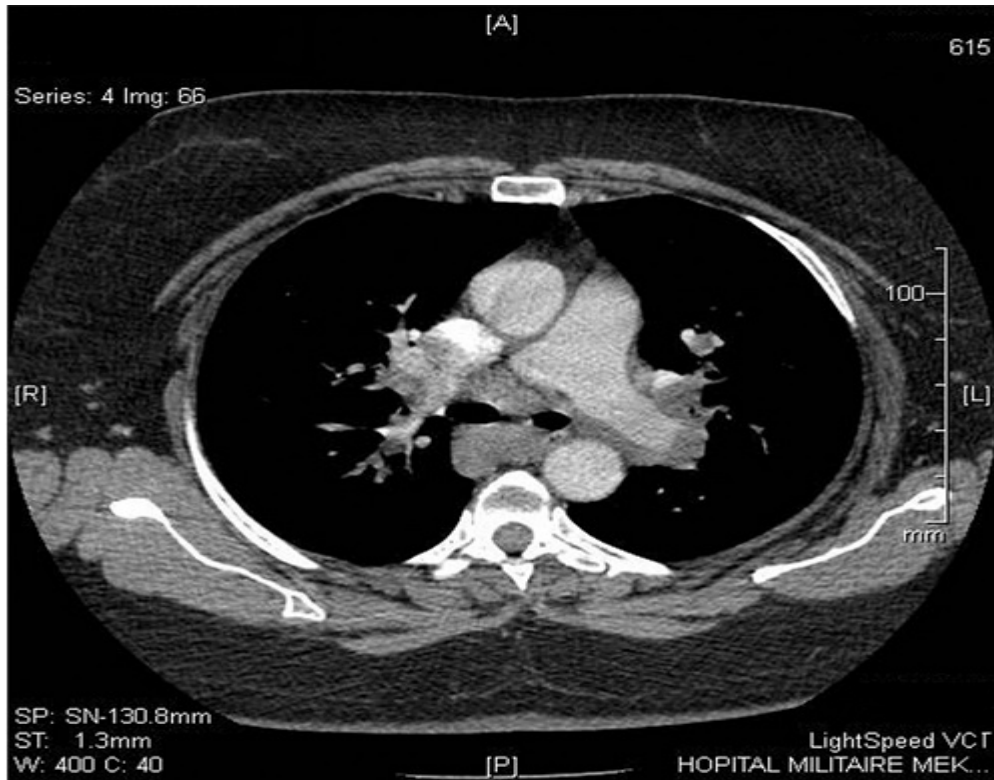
TDM thoracique avec coupe axiale en fenêtre médiastinale : volumineuses adénopathies médiastinales et hilaires bilatérales symétriques homogènes non compressives.
